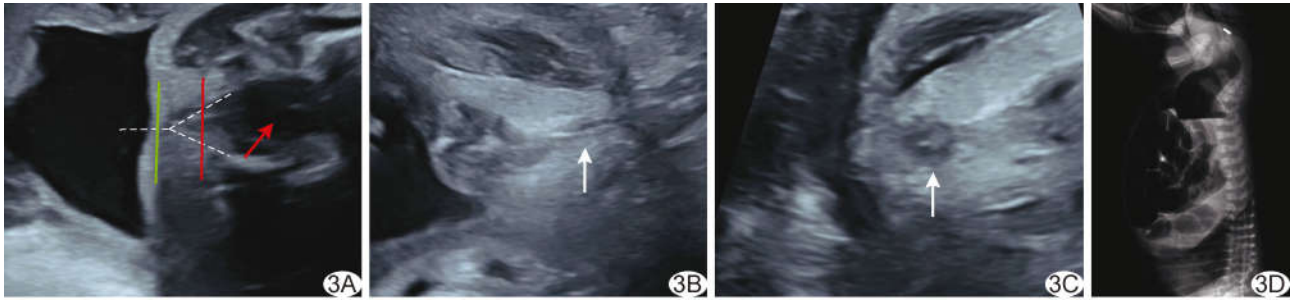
低位肛门闭锁胎儿,孕 22<sup>+</sup>5 周产前超声图 A. 肛管冠状面见“Y”形结构(白色虚线代表“Y”形结构,红箭示直肠,绿线为图 3B 切面,红线为图 3C 切面); B、C. 肛管轴面见线状回声(B,箭)及“假靶环征”(C,箭); D. 出生后倒立位腹部平片示低位肛门闭锁
